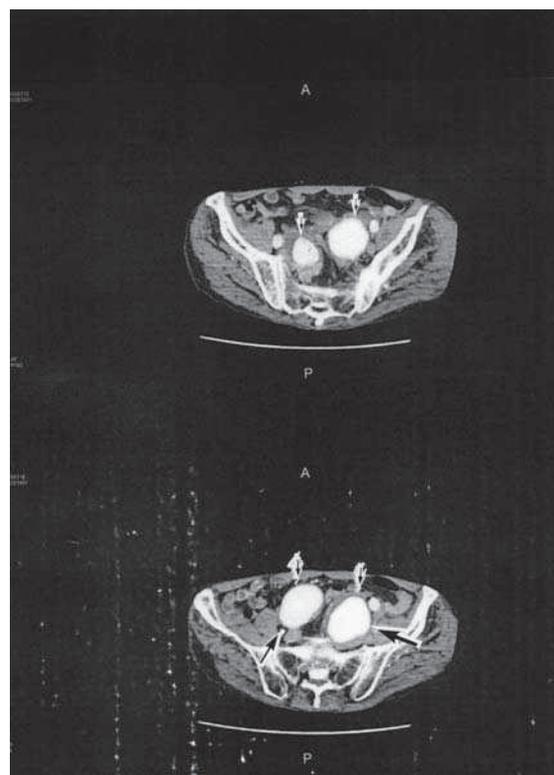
造影CT水平像にて壁血栓の薄い両側内腸骨瘤(↑)を認めた。(入院時)
